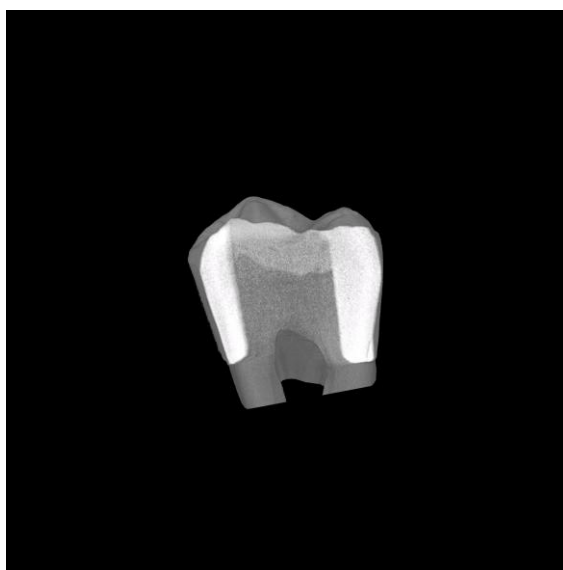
Immagini ottenute mediante μ -CT. Ricostruzioni 3D del campione BG2.
